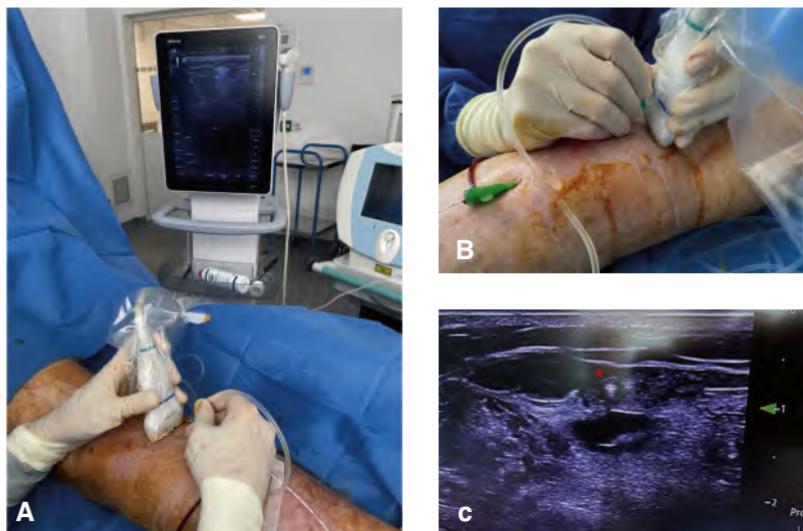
Anesthésie locale sous contrôle échographique.
